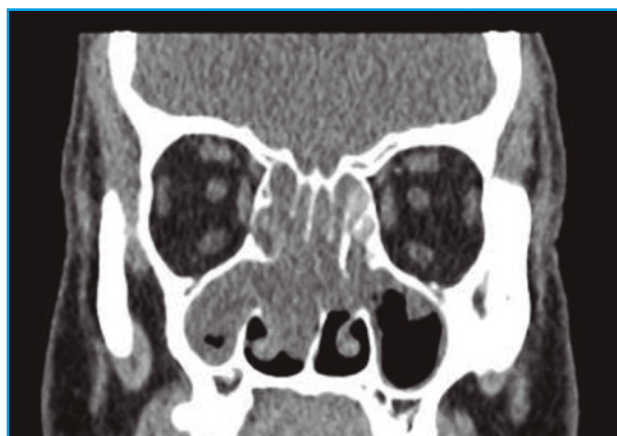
TC Nasosinusal.
